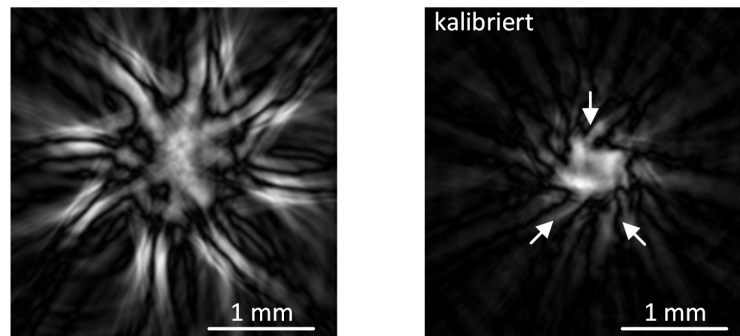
Tomographische Rekonstruktion einer Bleistiftmine ($0,5 \text{ mm}$) ohne Kalibrierung (links) und nach Berücksichtigung des Verkippwinkels von $2,3^\circ$ gemäß 6.13. Das Ergebnis ist eine erhöhte Bildqualität unter Einschränkung des kreisartigen Artefakts. Verbesserungspotential besteht in der Berechnung des radialen Abstandes.
